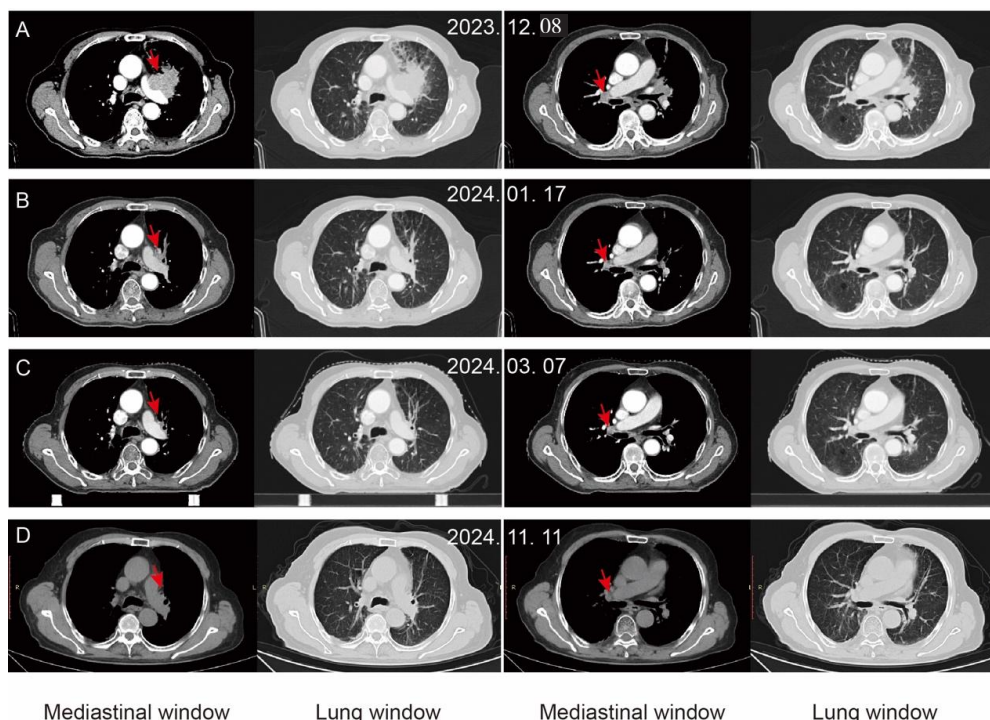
胸部CT扫描显示SCLC患者在放疗联合免疫及靶向治疗过程中左肺肿瘤及肺门转移淋巴结的变化(红色箭头所示)
